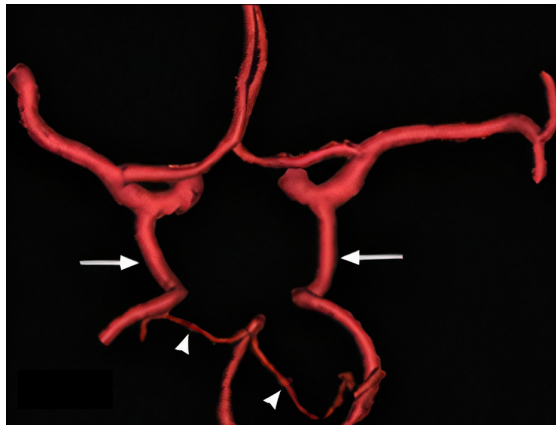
Reconstrucción 3D de angio-TAC que muestra origen fetal de la arteria comunicante posterior
